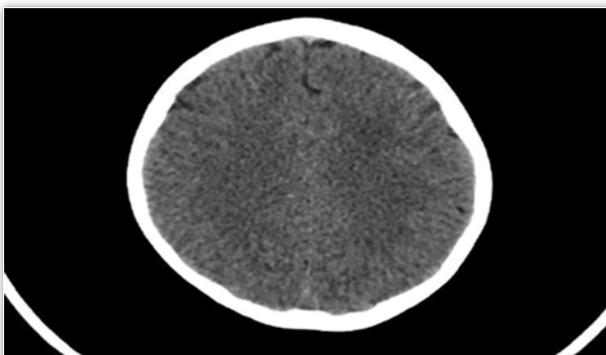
TC craneal sin contraste. Tenue hipodensidad mal definida en centro semioval izquierdo.
